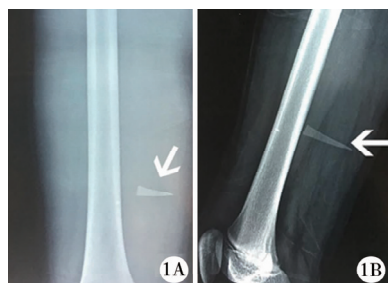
股动脉假性动脉瘤患者X线平片 A:第1次手术前右股骨正位X线片显示右大腿远端内侧三角形玻璃异物影(白色箭头); B:第1次手术前右股骨侧位X线片显示右大腿远端内侧三角形玻璃异物影(白色箭头)
